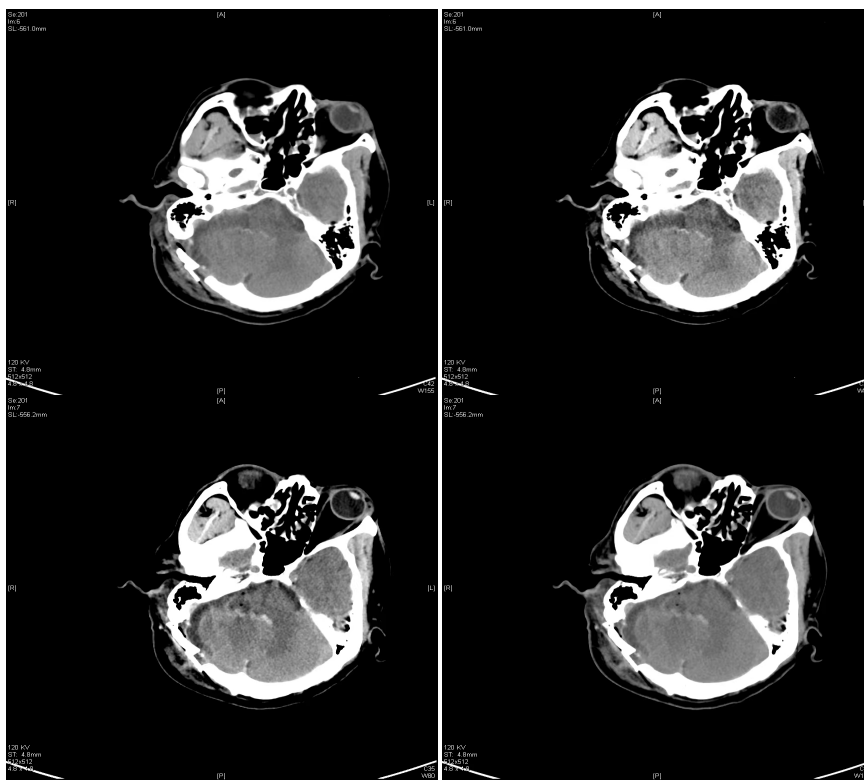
Postoperative CT scan of brain showed that tumor excision was satisfactory
